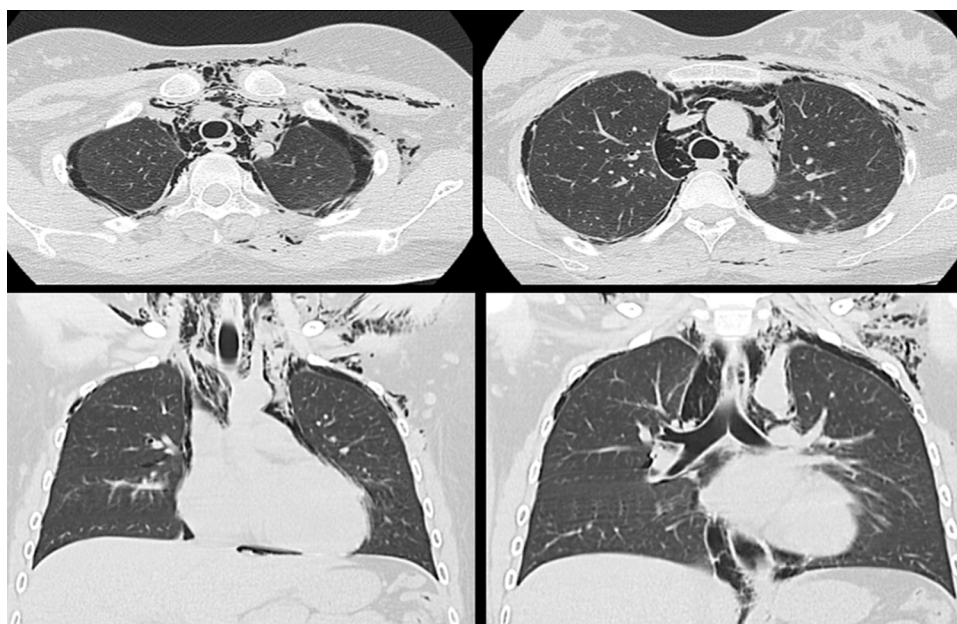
Tomografía computada de tórax en ventana para pulmón muestra burbujas aéreas en el tejido celular subcutáneo, aire en mediastino separando las estructuras anatómicas y neumotórax bilateral.
